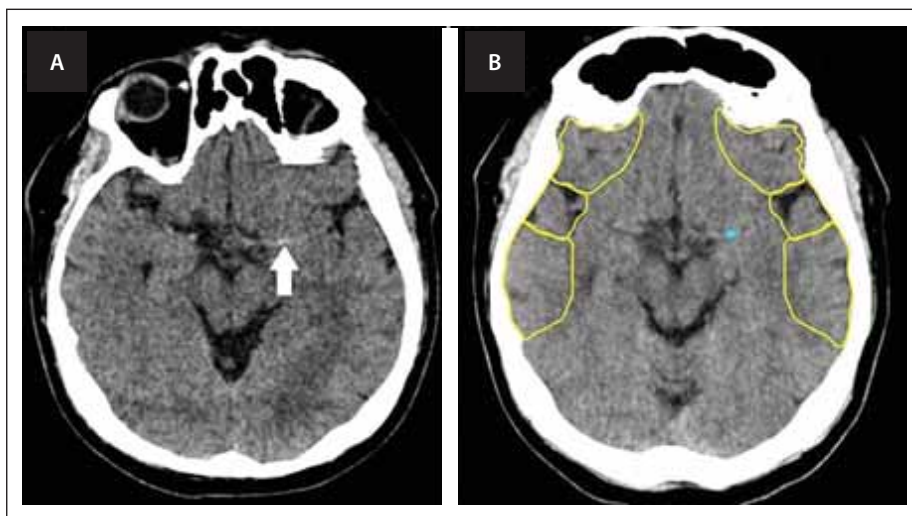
(A) Natívne vyšetrenie CT mozgu – zobrazené sú čerstvé ischemické zmeny v povodí arteria cerebral media vľavo – v oblasti inzuly, v M1 a M2 zóne (šípka). (B) Identický pacient, červenou sú označené ischemické zmeny rozpoznané softvérom umelej inteligencie e-ASPECTS Brainomix®, z natívneho vyšetrenia CT (ASPECT skóre 7).
